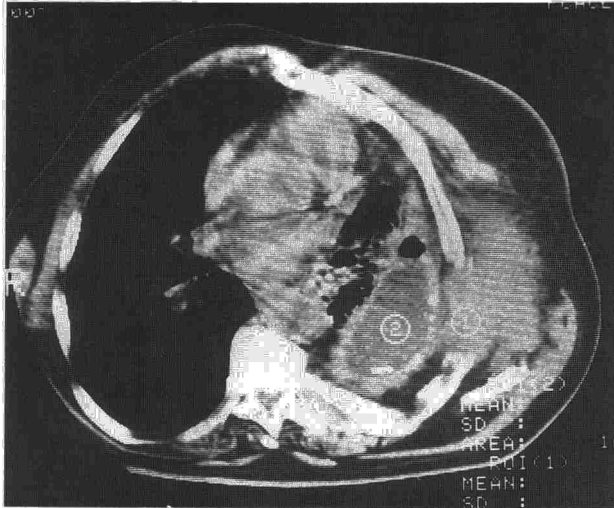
TAC torácica que muestra colapso pulmonar izquierdo, empiema pleural con nivel hidroaéreo y masa hiperdensa que destruye e invade arco costal y partes blandas.
